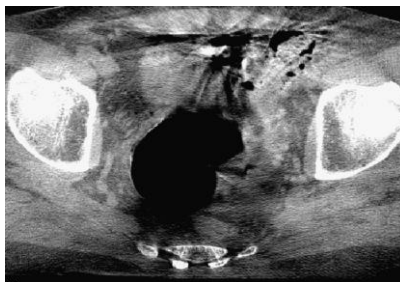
Images CBCT d'un de nos patients avec les artefacts causés par le déplacement d'air dans le rectum.
